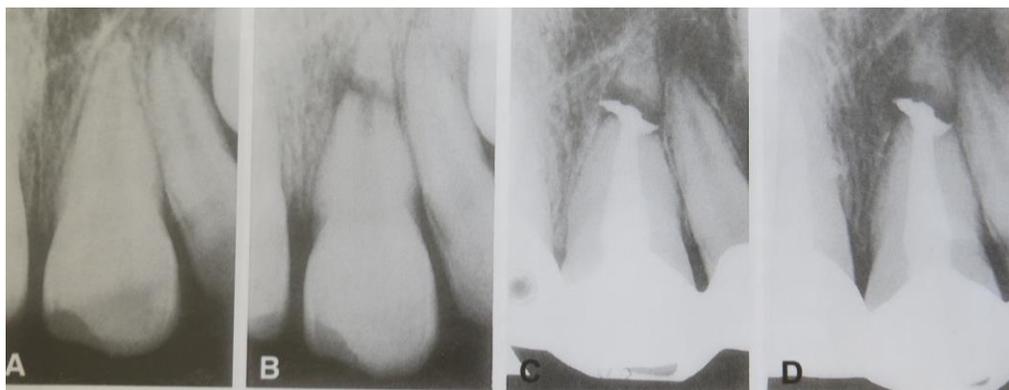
Cas clinique montrant les radiographies d'une 21 fracturée illustrant les difficultés du traitement endodontique du fragment coronaire seul, en particulier avec l'éjection de gutta-percha visible entre les fragments, induisant l'échec de la thérapeutique ; par Cvek et coll. (2004) (39) :
